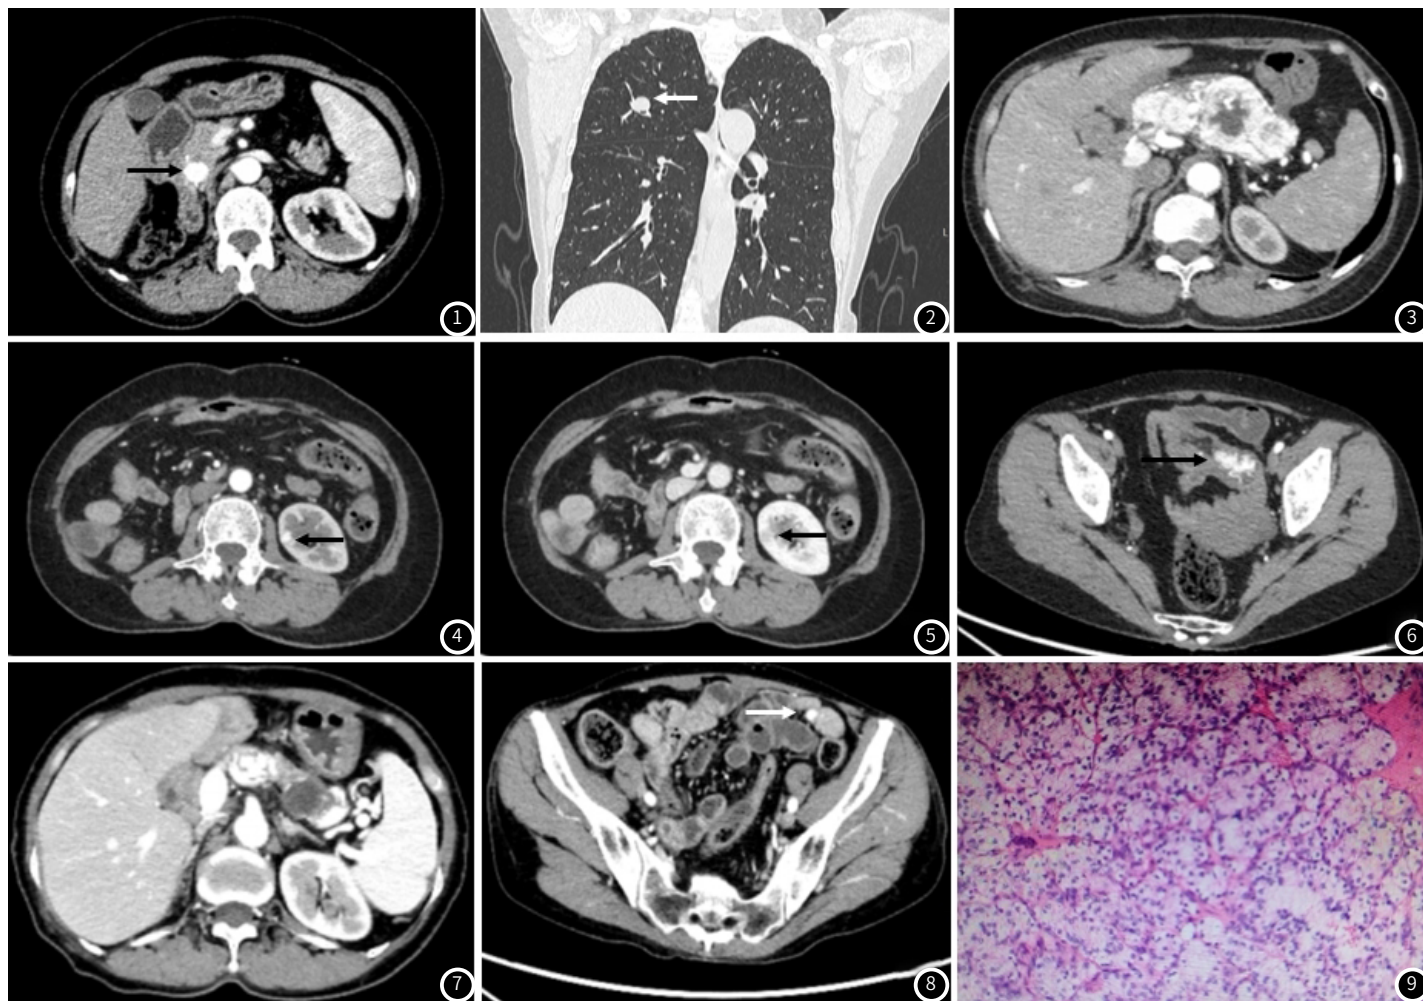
CT增强动脉期胰头部类圆形结节明显强化,边缘光整(黑箭头);
